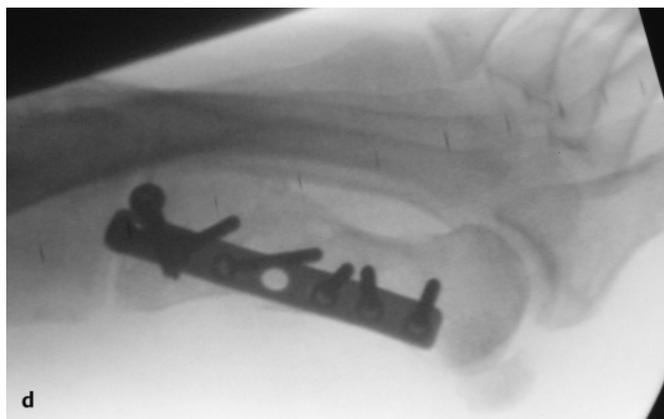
Mehrfragmentäre Schaftfraktur Metatarsale 1, plattenosteosynthetische Versorgung. a, b Präoperative Röntgenaufnahmen; c, d intraoperative Bildverstärkeraufnahmen.
